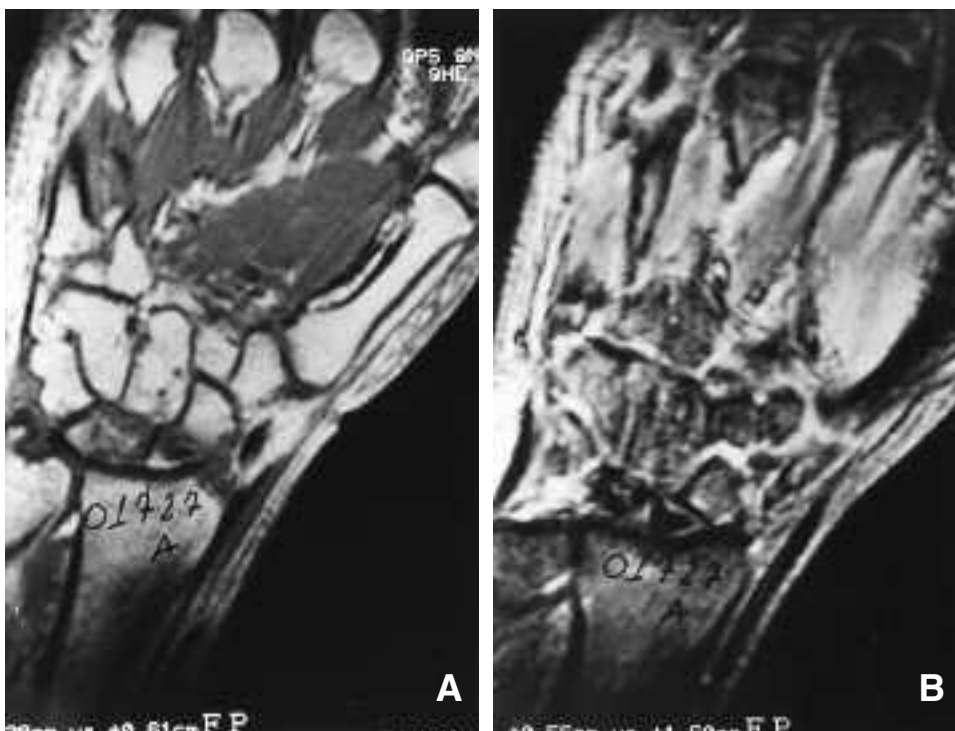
A/B) Ruolo della RMN nella diagnostica pre-trattamento. Le modifiche del segnale RMN in T1 e T2 sono da ascrivere alla ridotta concentrazione d'acqua, e quindi del flusso ematico locale, tanto nel polo prossimale quanto nelle aree perilesionali. Quanto più è marcata la riduzione del segnale tanto più la prognosi è sfavorevole. In corso di trattamento il punto focale deve essere collimato sulle aree di più intense modifiche di detto segnale (cosiddetti "Break-points").
